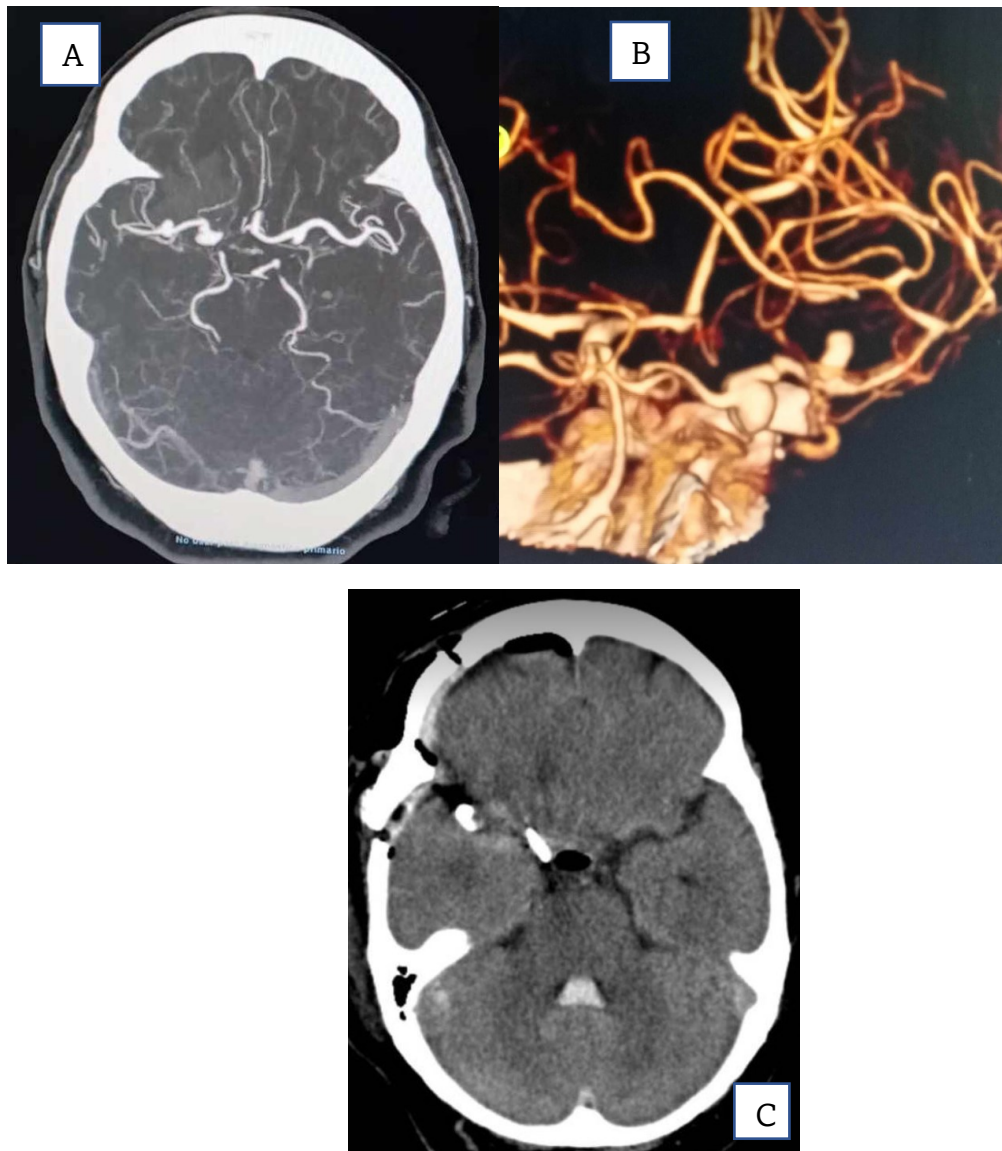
A-B. Angiotomografía preoperatoria de paciente con hemorragia subaracnoidea asociada a aneurismas múltiples en el territorio de la arteria carótida y cerebral media derecha. C. tomografía craneal con clipaje de aneurismas múltiples en arterias cerebrales derechas.
